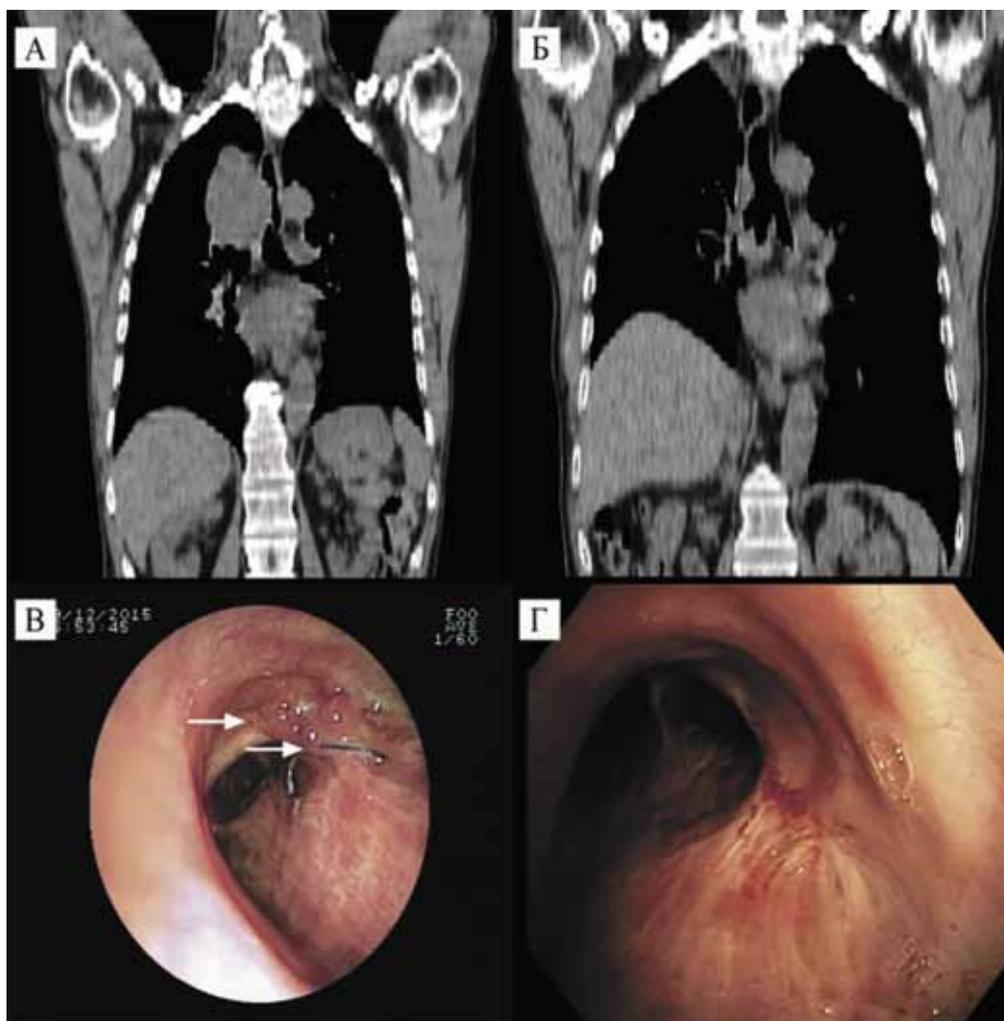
Результаты лечения. А. МСКТ ОГК пациента до начала лечения. Б. МСКТ ОГК пациента X. спустя 1,5 года после проведенного лечения. В. ФБС спустя 6 месяцев после проведенного лечения, стрелками отмечена зона грануляций и лигатуры. Г. ФБС спустя 1,5 года после проведенного лечения
